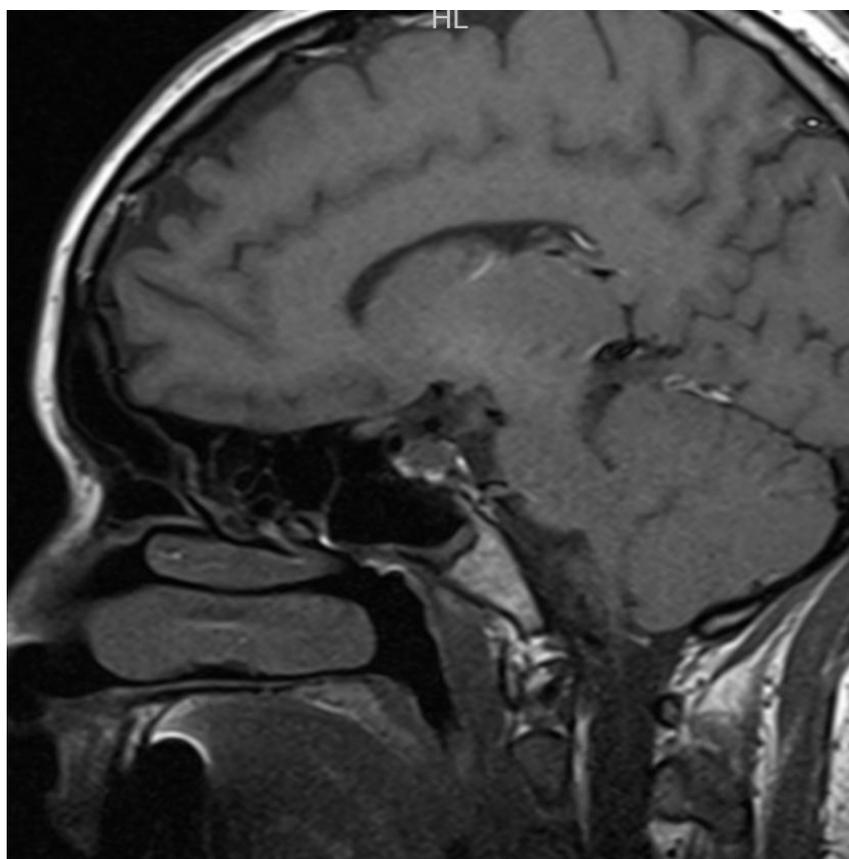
RM - Heterogeneidade de sinal na glândula adeno-hipofisária, correspondendo às sequelas de apoplexia hipofisária (necrose hipofisária)
